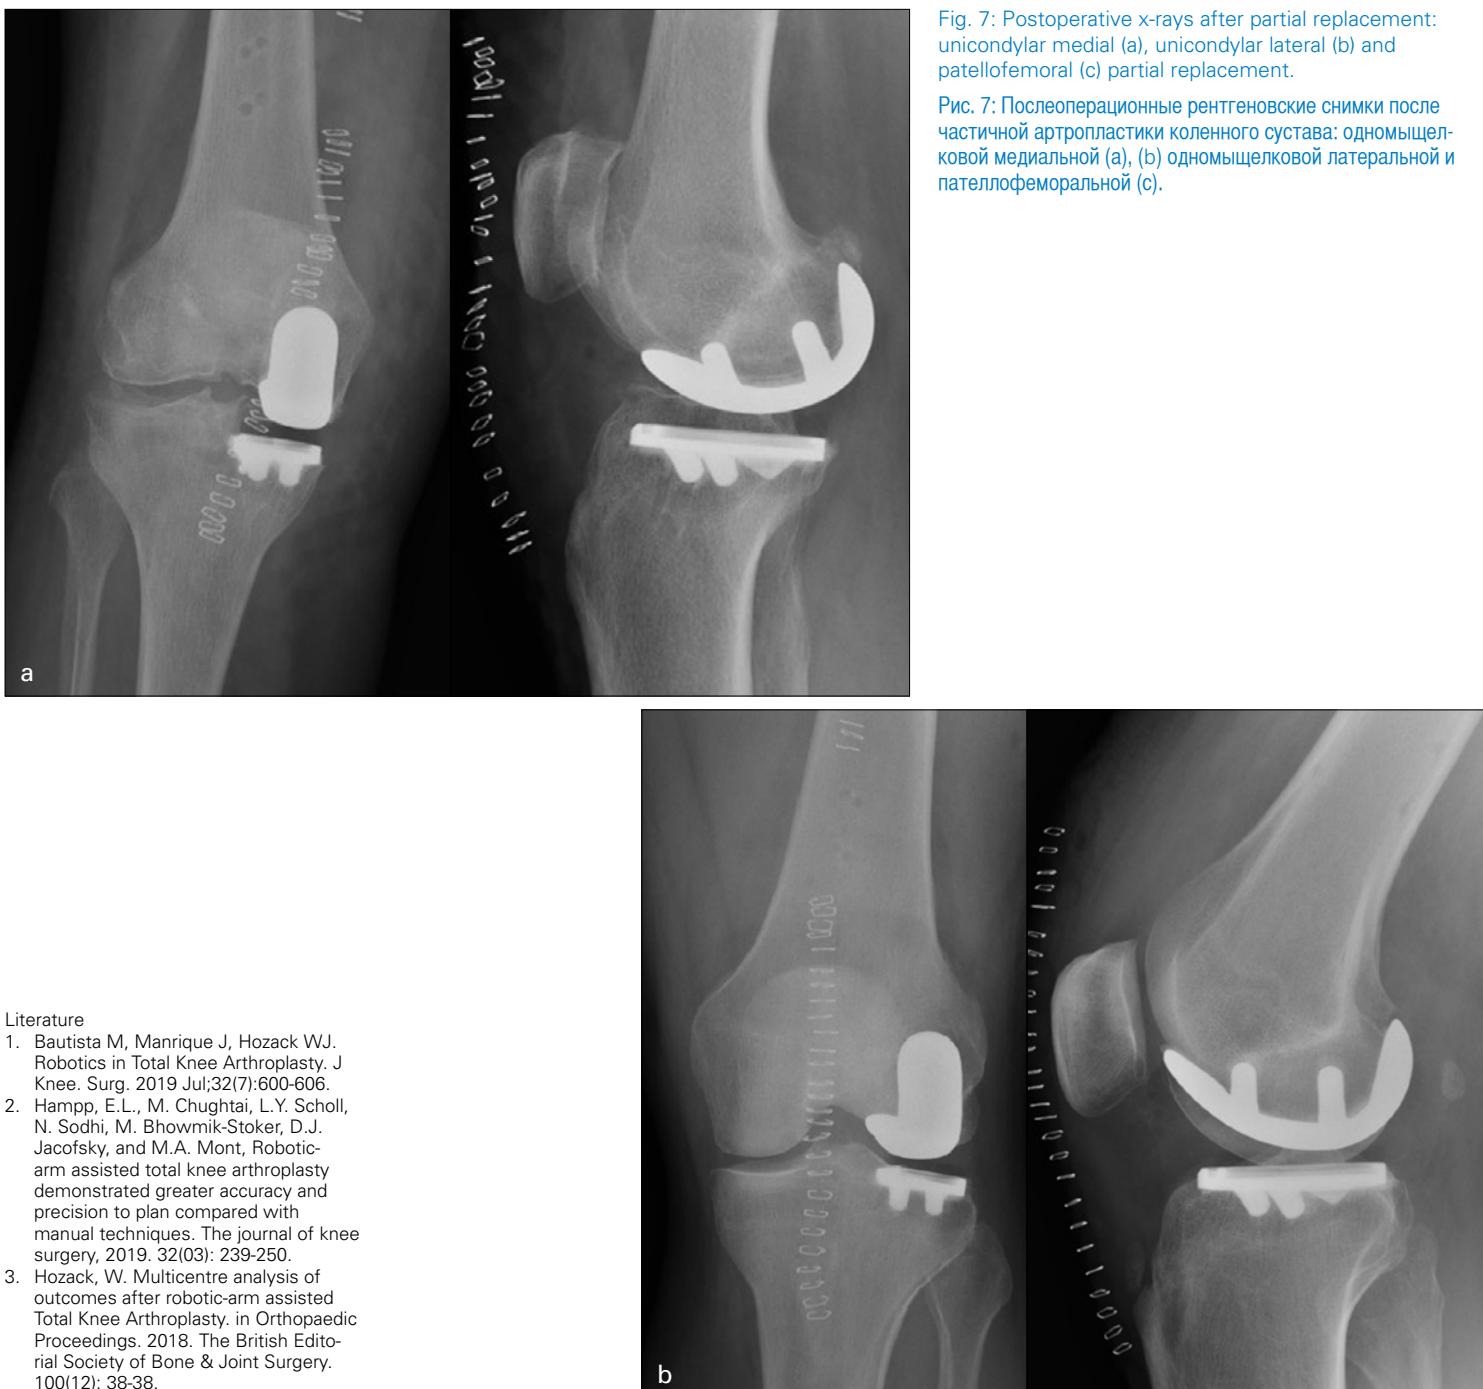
Postoperative x-rays after partial replacement: unicondylar medial (a), unicondylar lateral (b) and patellofemoral (c) partial replacement.
